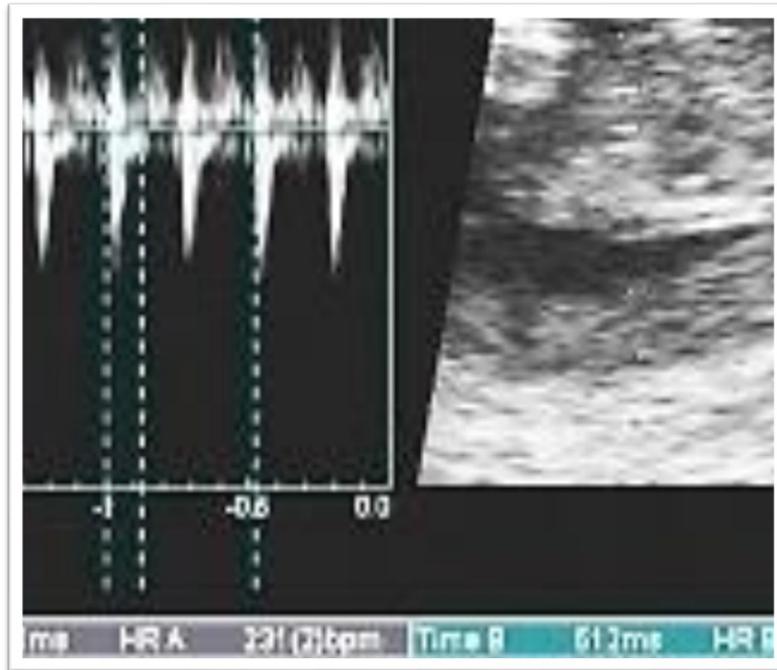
Ecocardiograma transvaginal realizado con nueve semanas de gestación. Doppler de la vía de salida del VE demostrando FC de 231 bpm. FC = frecuencia cardíaca.
